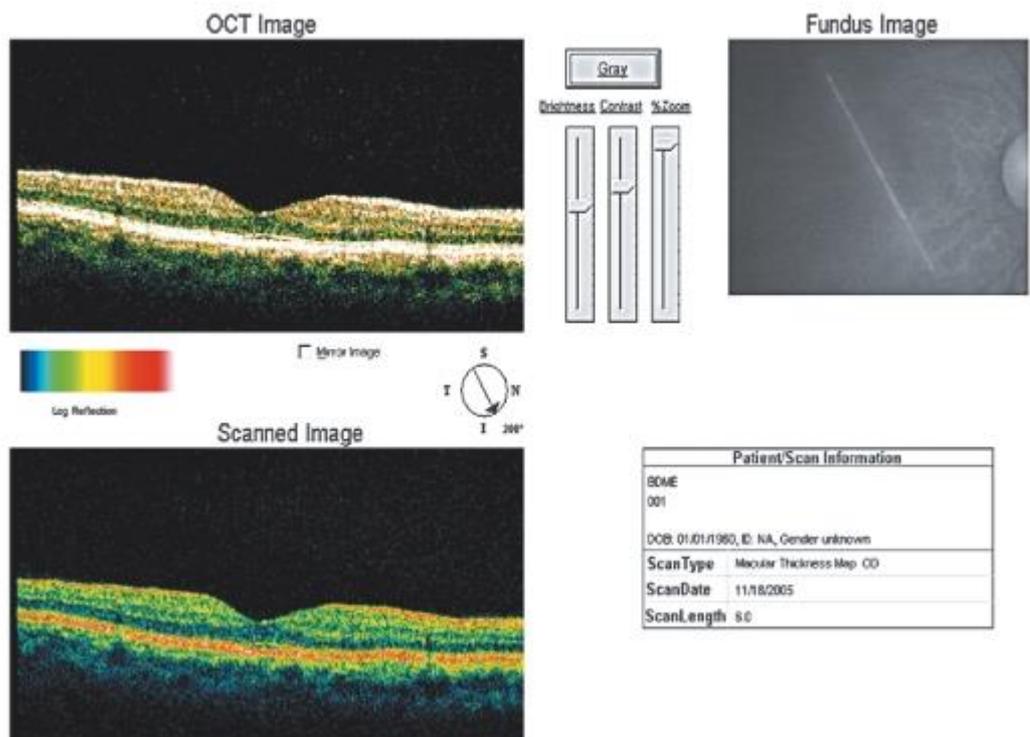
Оптическая когерентная томограмма макулярной области в норме
